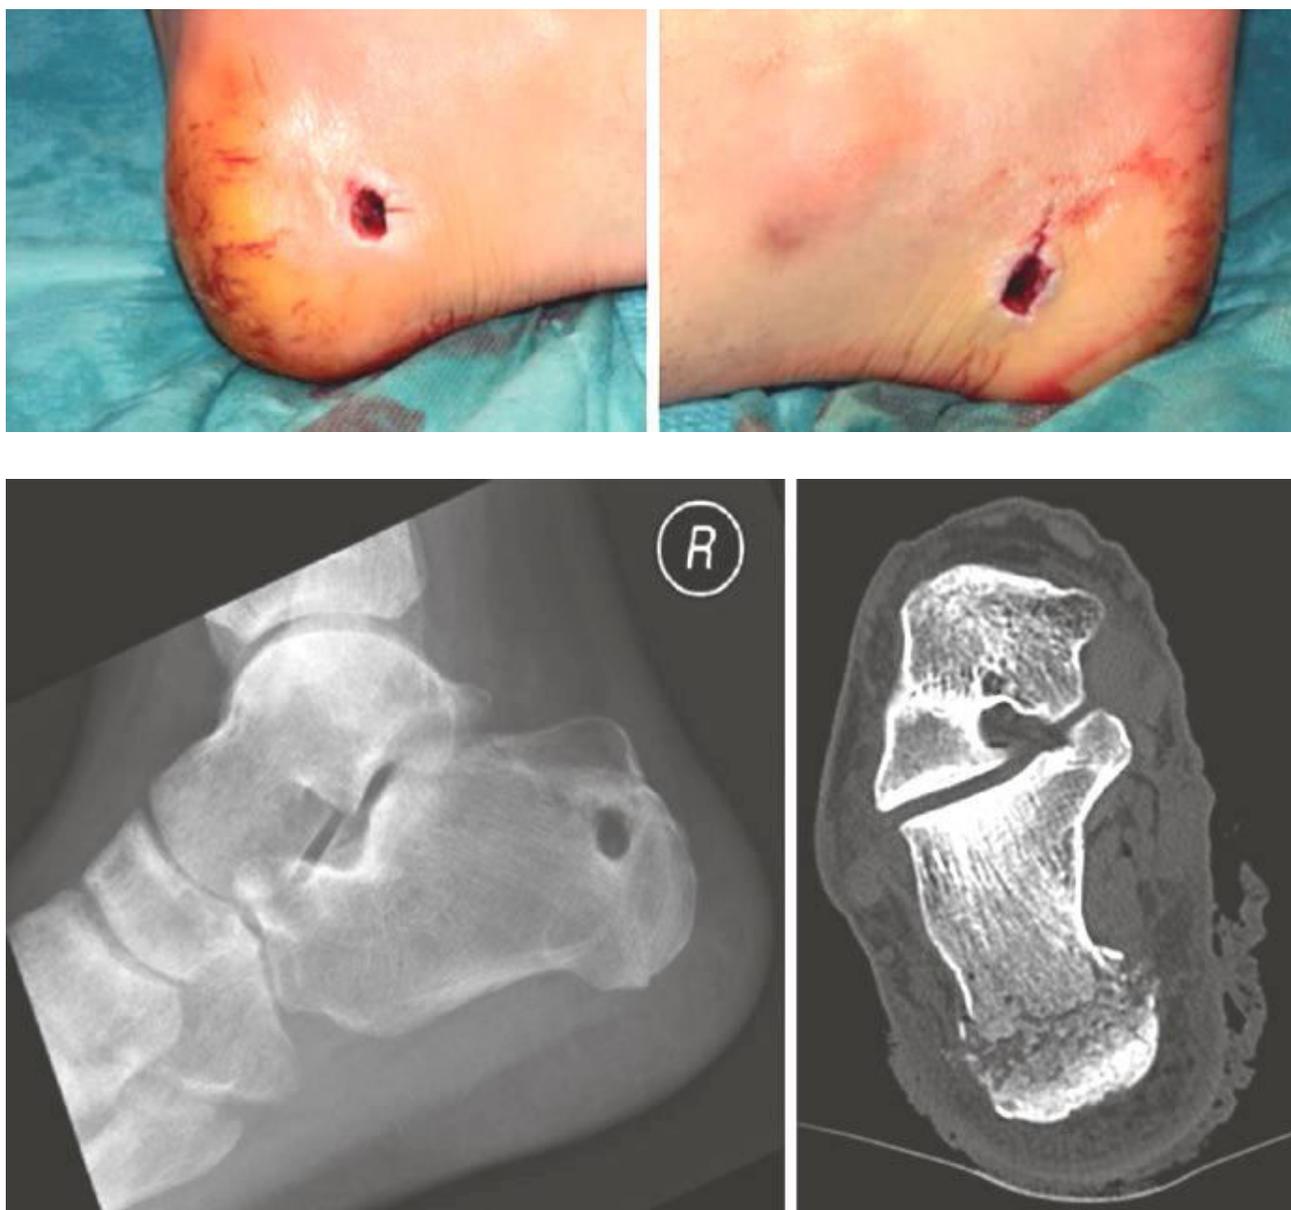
Неполный (дырчатый) огнестрельный перелом правой пяточной кости. Рентгенограмма и томограмма заднего отдела стопы
